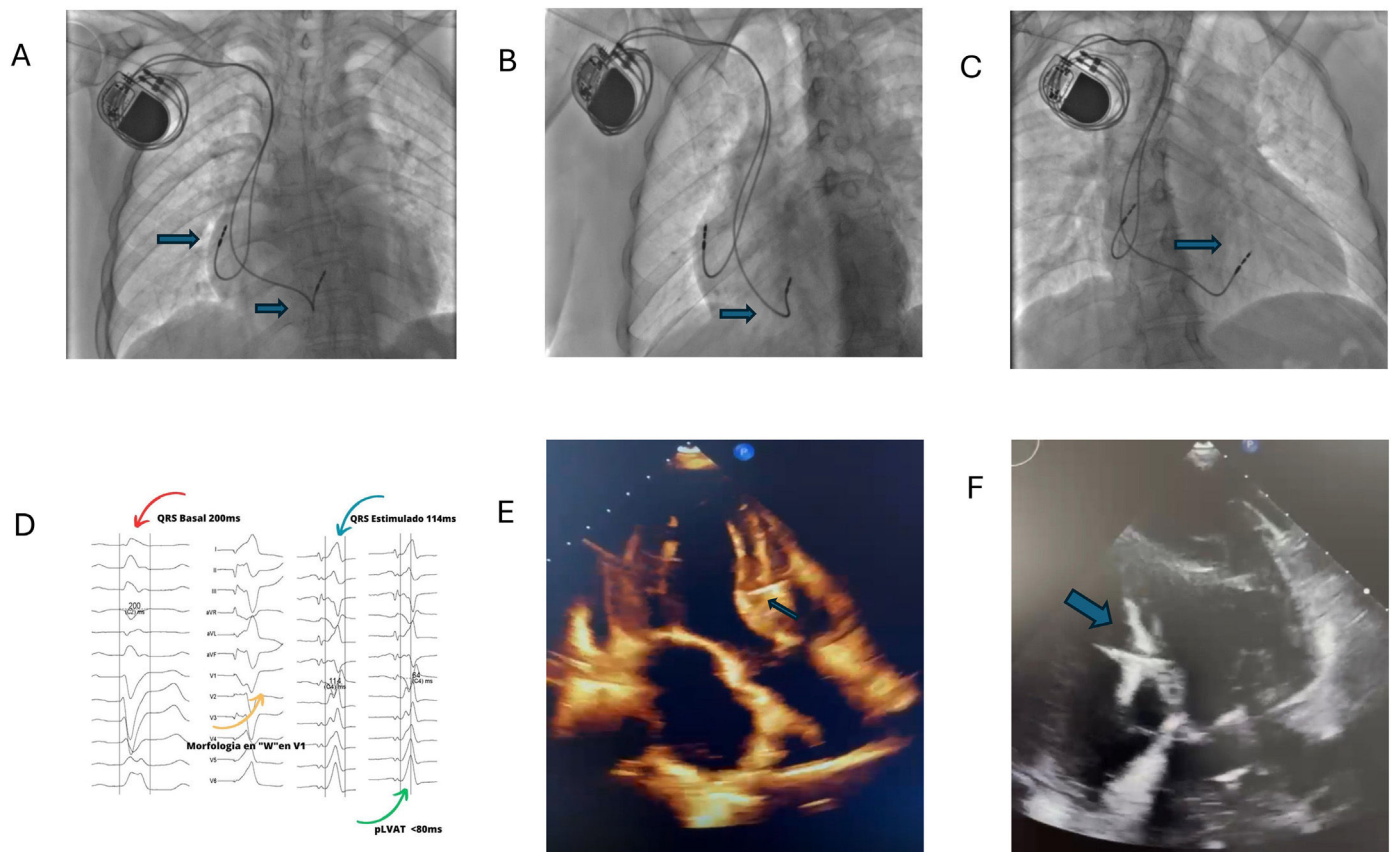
A) Proyección AP evidenciando el electrodo ventricular en la región septal, y electrodo auricular en la pared libre de AD. B) Proyección OAI 30° evidenciando el electrodo ventricular con curvatura dirigida al septum interventricular. C) Proyección AOD 30° evidenciando el electrodo ventricular en la región medio septal. D) Registro intracavitario en la zona de la rama izquierda, mostrando patrón qR en V1 con QRS estimulado final de 114 ms y LVAT menor de 80 ms. E) Ecocardiograma con vista de 3 cámaras evidenciando el electrodo del VD en la región septal-zona de rama izquierda. F) Ecocardiograma vista de 4 cámaras, evidenciado electrodo de VD en la región septal-zona de la rama izquierda.
